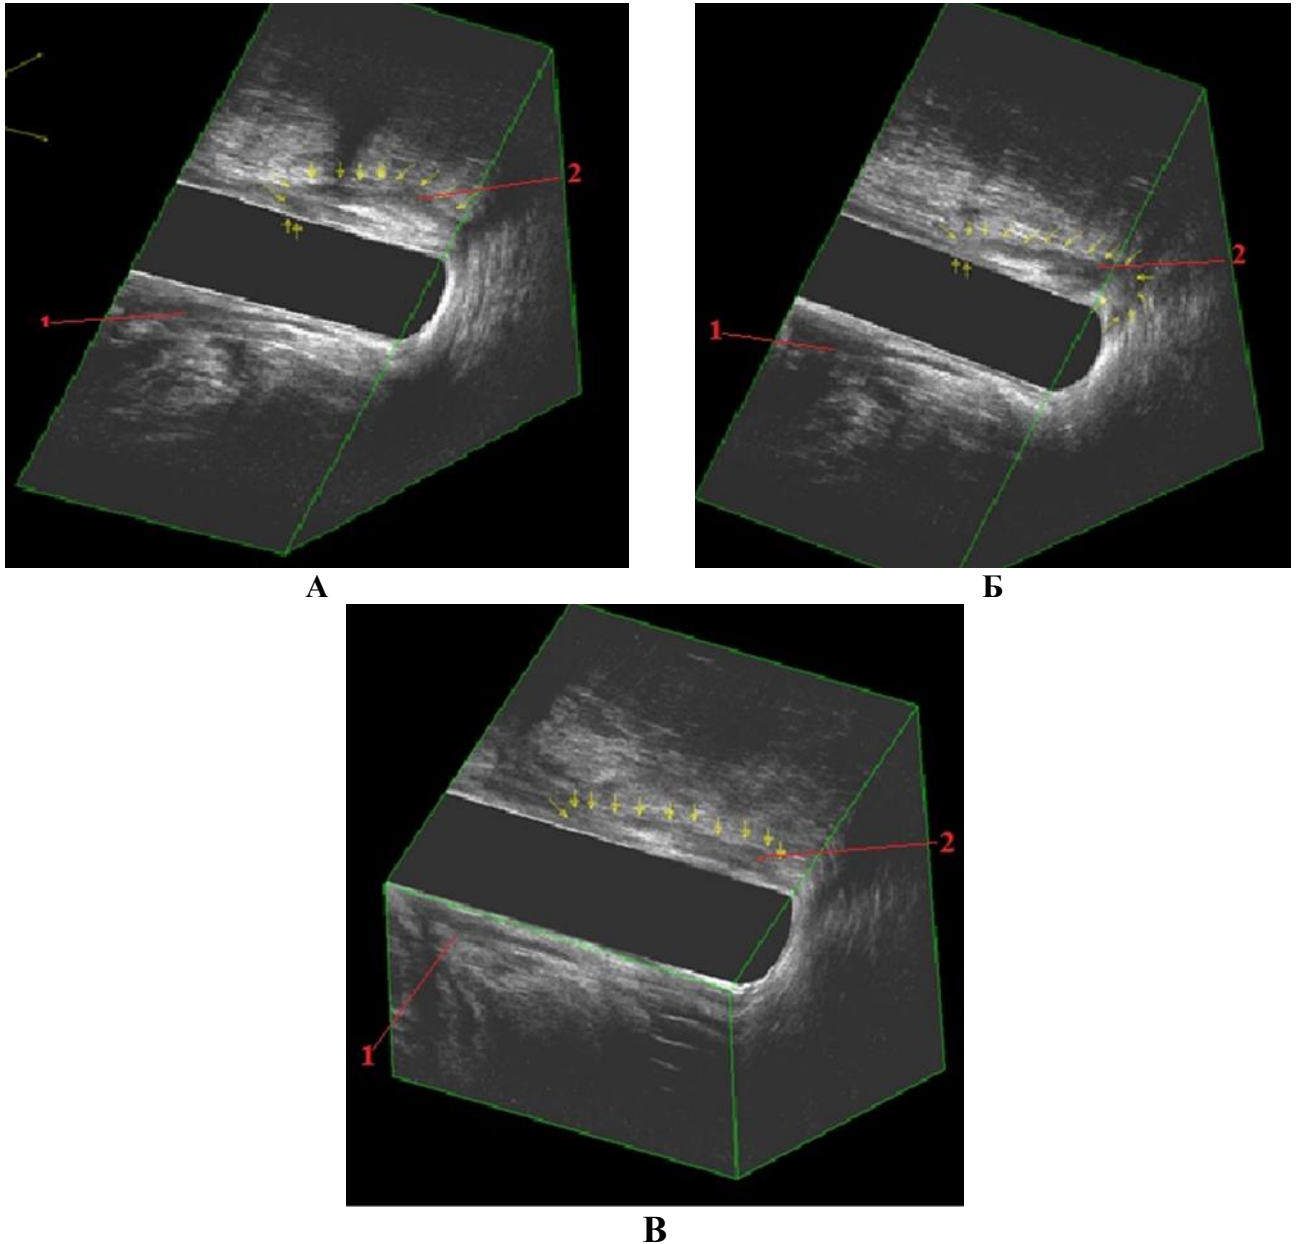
Ультрасонограмма. Пациент Б., 61 год. И/Б № 744/2018. Диагноз: задний трансфинктерный свищ прямой кишки (глубокая порция сфинктера). 3D ЭУЗИ картина до хирургического вмешательства. Сагиттальный и краниальный срезы
